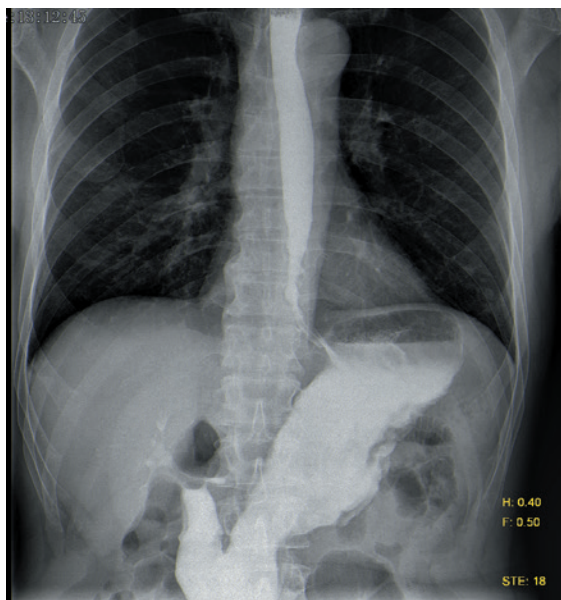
Рентгенография пищевода. Свищевой ход не определяется
